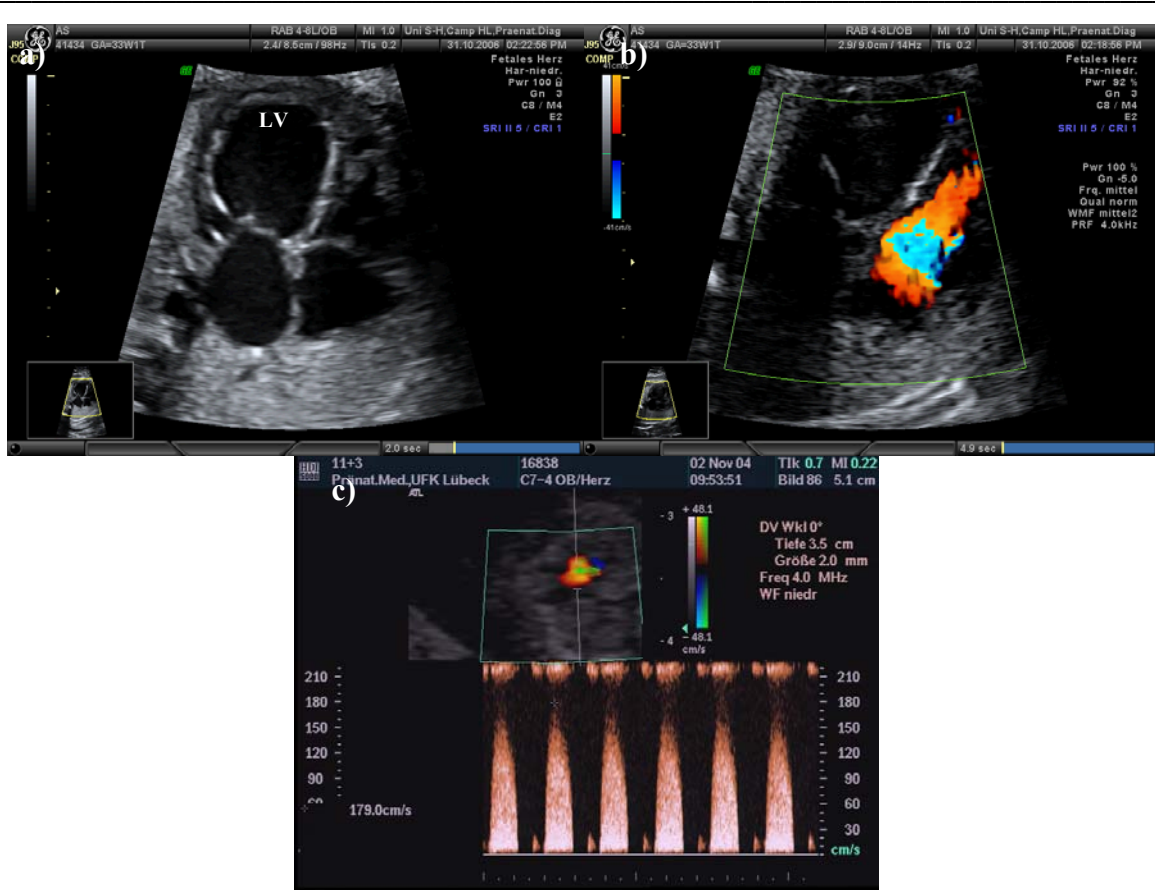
a) Kritische Aortenstenose mit dilatiertem linken Ventrikel und Endokardfibroelastose des Endokards, restriktives Formamen ovale; b) Kritische Aortenstenose: Einstrom in den rechten Ventrikel in der Diastole, in den linken Ventrikel kein Einstrom aufgrund der kritischen Aortenstenose darstellbar; c) Kritische Aortenstenose in der Farbdopplerechokardiographie
